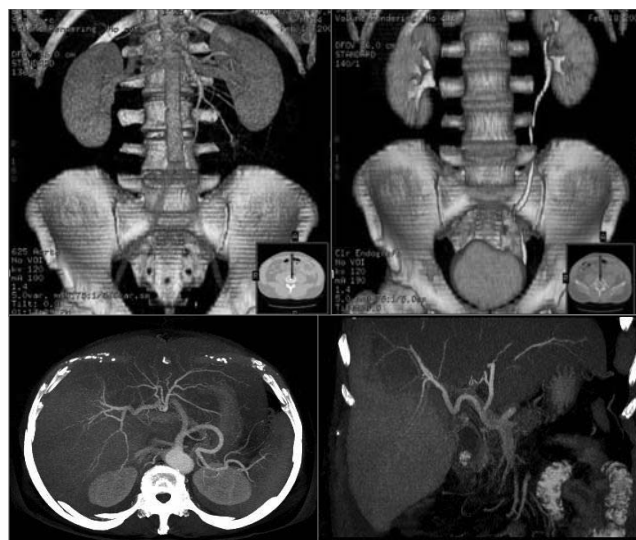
Возможности МСКТ
